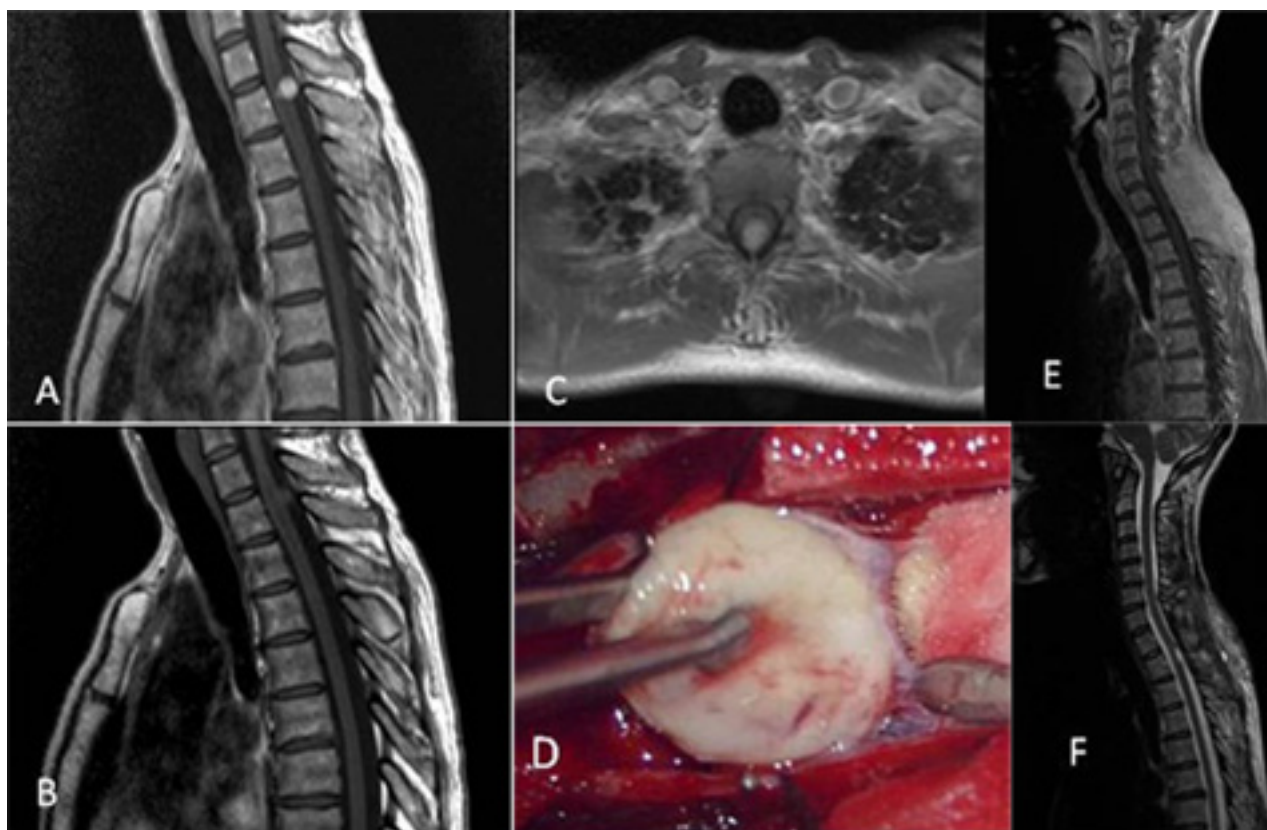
Hemangiopericitoma. A-C) RM prequirúrgica T1 con contraste corte axial y sagital/T2 corte sagital. D) Imagen intraoperatoria. E y F) RM posoperatoria T1 con contraste y T2 sagitales.
